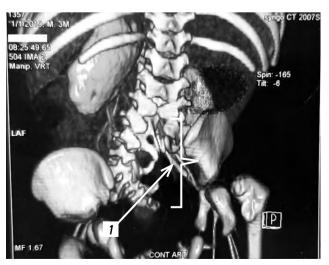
Компьютерная томография органов брюшной полости: 1 — дефект передней брюшной стенки, 2 — мочевой пузырь, 3 — пролапс мочевого пузыря.
